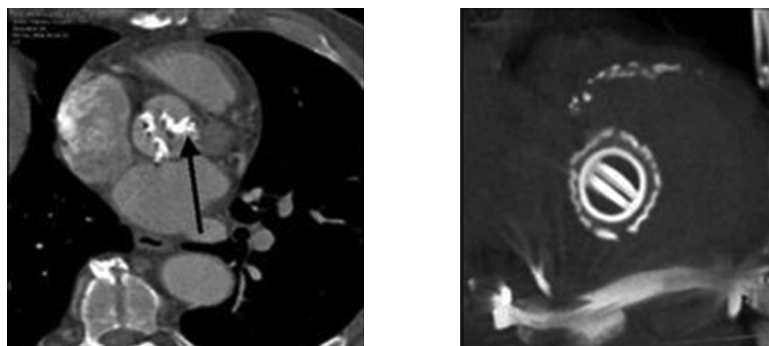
Компьютерная томография аорты: слева — кальциноз аортального клапана, справа — протез аортального клапана
